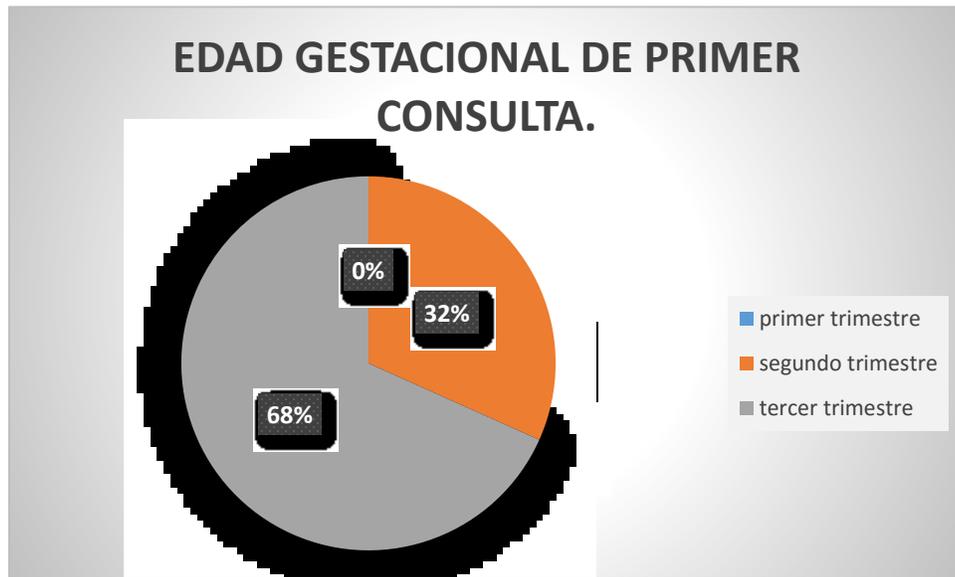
1. Gráficamente demostramos que desafortunadamente ninguna paciente fue referida y valorada en el primer trimestre donde está indicado el ultrasonido 11- 13.6 sdg, donde se establecen los criterios para búsqueda de malformaciones, y en su mayoría fue en el tercer trimestre donde es limitado el diagnóstico.
